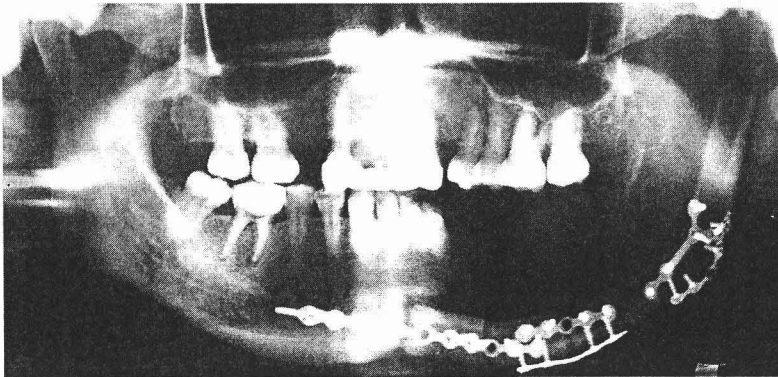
Ortopantomografía de paciente masculino de 37 años de edad que presenta trazos de fractura y la ferulización de la mandíbula del lado izquierdo a los 14 años de edad.
